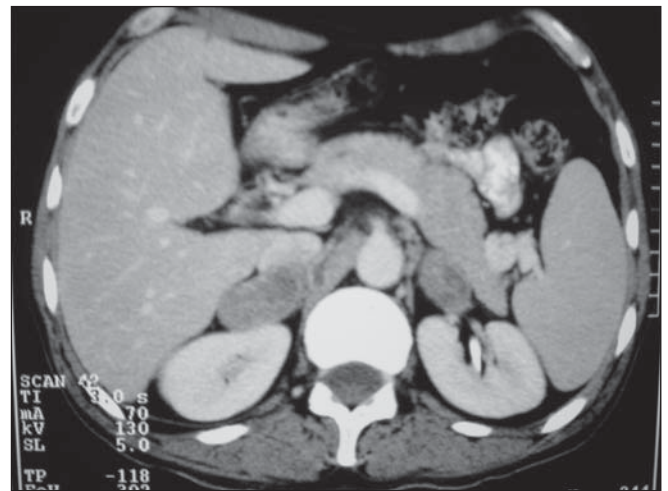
US (A). Adrenais isoecogênicas e aumentadas de tamanho. TC sem (B) e com (C) contraste. Adrenais aumentadas de tamanho, heterogêneas, com calcificações puntiformes periféricas à direita e sem realce pós-contraste.
